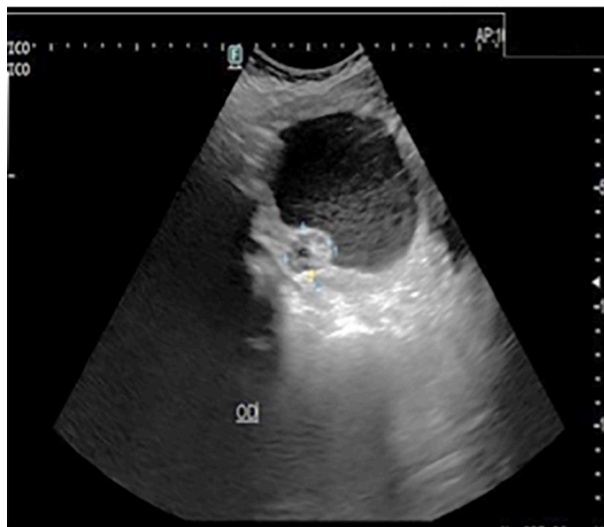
Ultrasonido abdomino-pélvico.
